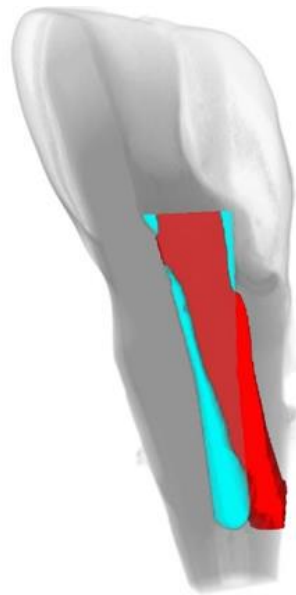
3D-Darstellung eines Zahnes nach Überlagerung der Prä- mit den Post-Mikro-CT Aufnahmen. Der Dentinabtrag ist rot und die Kompositreste blau dargestellt.
